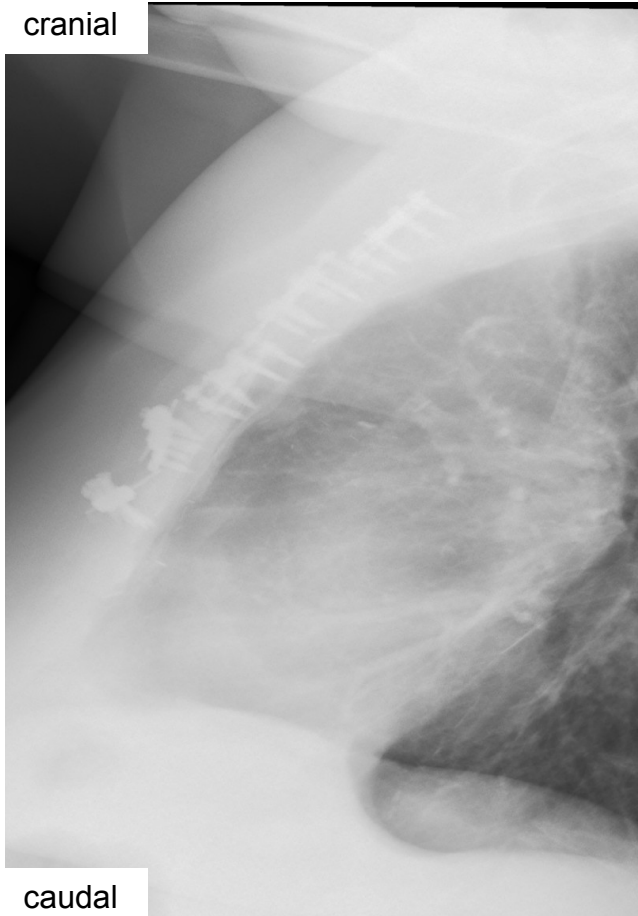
Post-Op Thorax-Röntgen, ap Aufnahme
